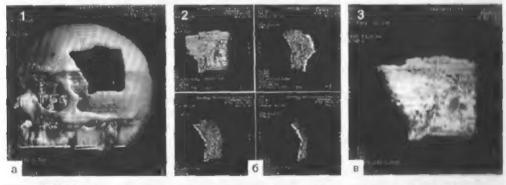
Трехмерная компьютерно-томографическая реконструкции чернна. а — посттравматический костный дефект правой лобно-теменно-височной области, б — объем ное трехмерное отображение трансплантата, соответствующего формам и размерам ПКД (примая, боковая и <sup>3</sup>/<sub>4</sub> проекции) — компьютерное моделирование; в — увеличенное объемное и по бражение трансплантата, необходимого для реконструкции костного дефекта.
